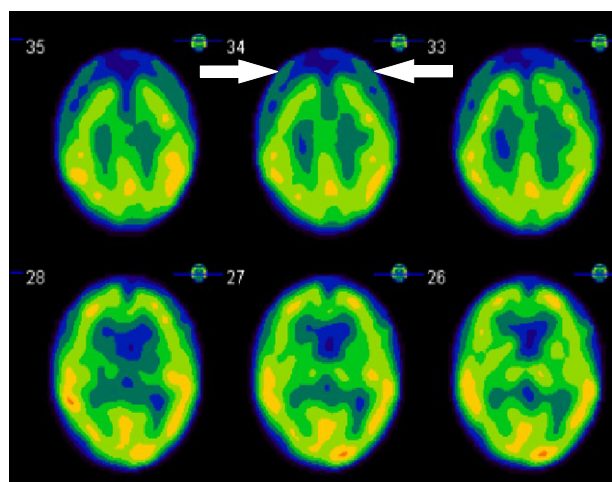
Both frontal lobes atrophy (white arrows) on brain perfusion SPECT.
